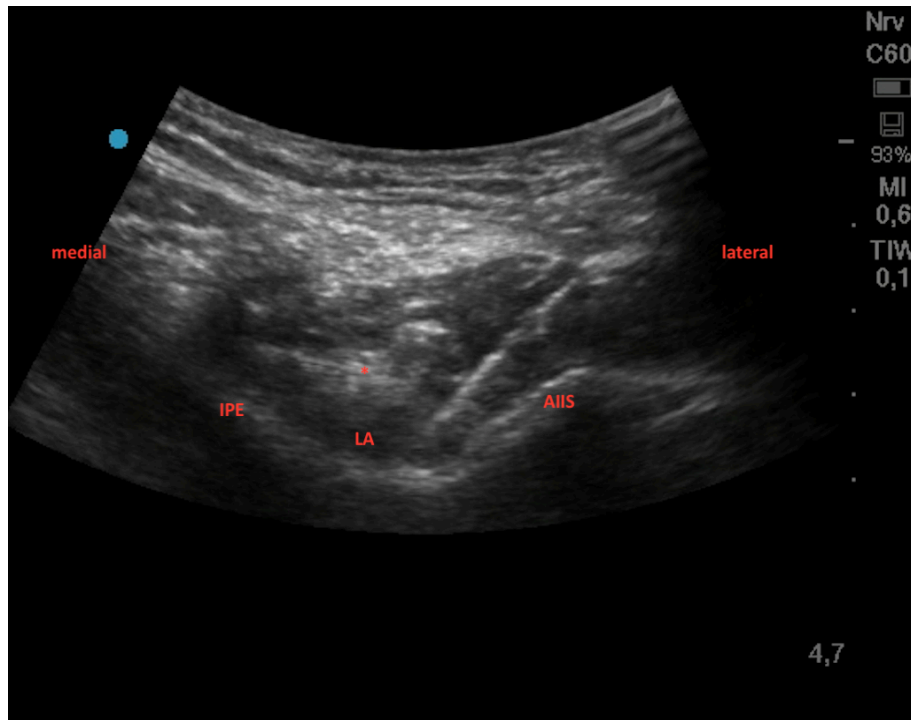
Sonographisches Bild nach Injektion des Lokalanästhetikums: IPE, Eminentia iliopubica; \*Psoas Sehne; AIIIS, Spina iliaca anterior inferior; LA, Lokalanästhetikum (BGU Frankfurt - Venue™ von GE HealthCare, USA)
